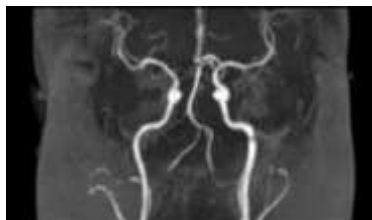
Hasil citra MRI *Brain* irisan axial, sekuen T1 *Weighted Fast Field Echo* (FFE)
